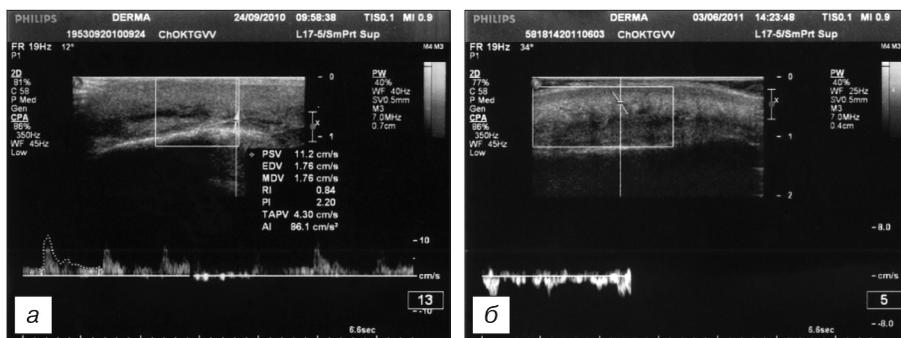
Тот же больной. УЗИ кожи.
